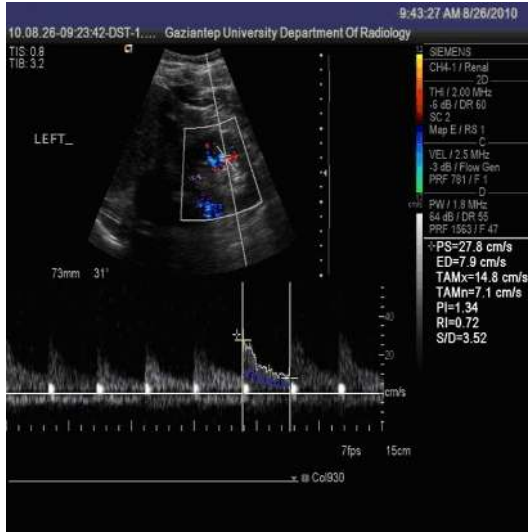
Hafif genişlemiş pelvikalisyel sistem (a) ile aynı böbrekten yapılan doppler tetkikinde obstrüksiyon lehine pozitif kabul edilen yüksek Rİ değeri (0,72) (b) ve sağlam karşı taraf böbreğin Rİ değeri (0,61) (c) görülmektedir (OLGU 1).
